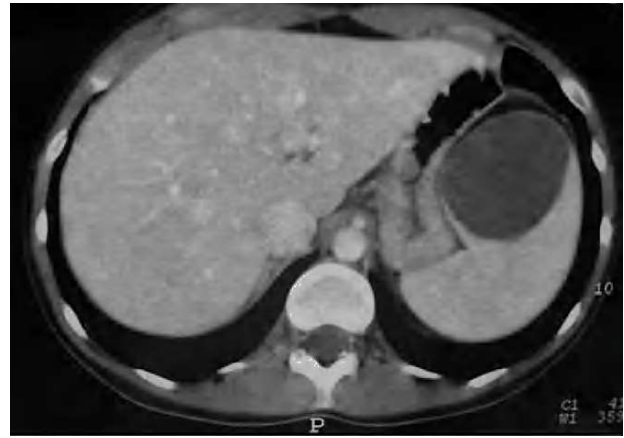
Tomografía computarizada donde se objetiva un quiste esplénico de 5 x 5 cm que comprime extrínsecamente a estómago, circunstancia que explica la clínica de la paciente.
